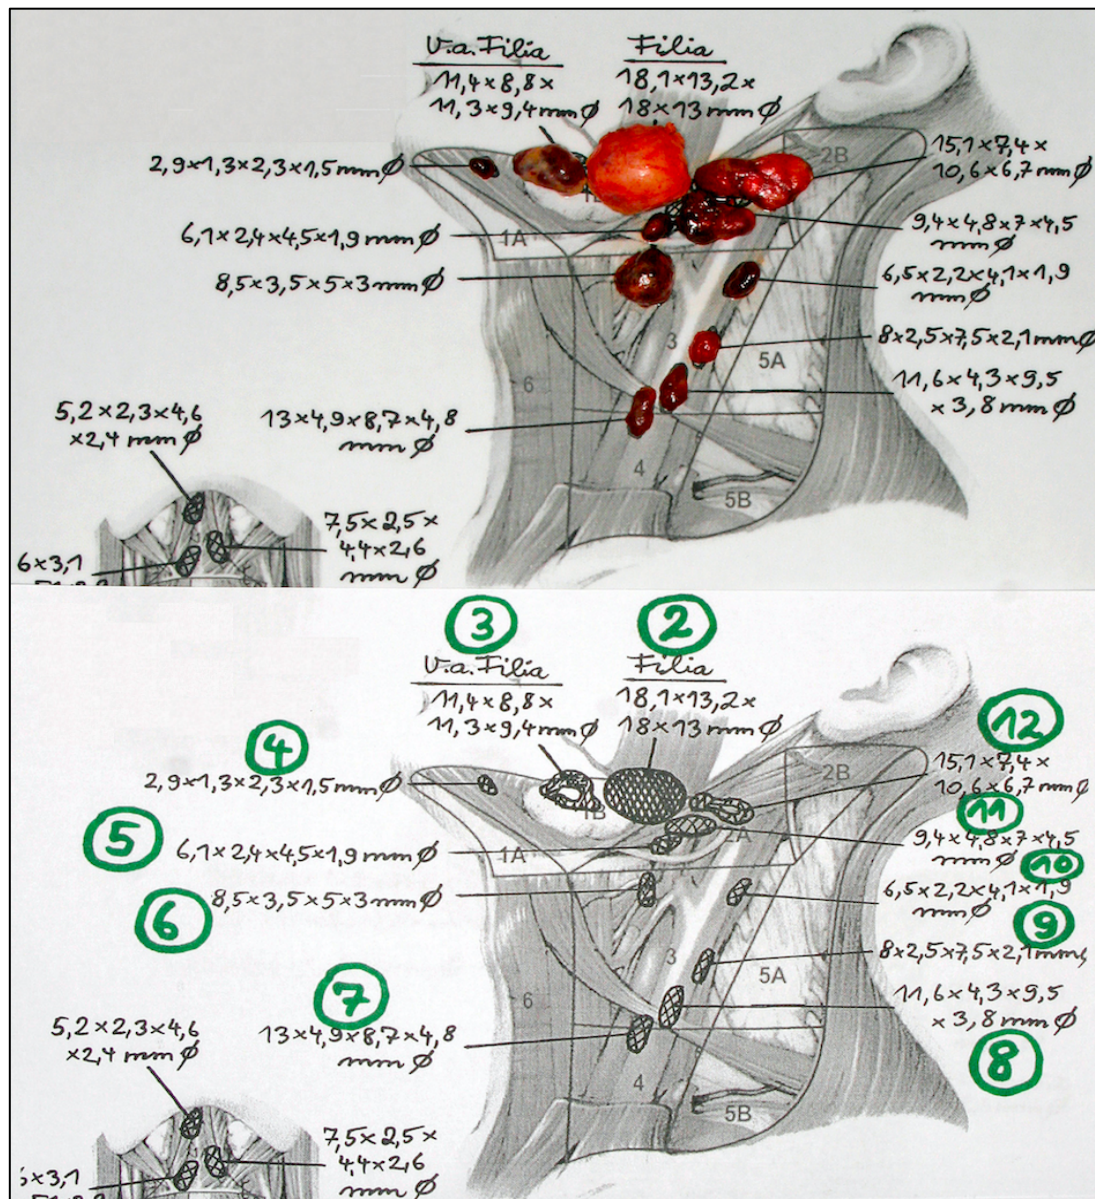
Aufbereitete Resektate nach der Neck Dissection. Die entnommenen Lymphknoten werden gemäß dem sonographischen Vorbefund, welcher in der hinterlegten Grafik dargestellt ist, aufbereitet und untersucht. Die hinterlegte Grafik wird anhand der Sonographie am Tag vor der Operation erstellt. © C. Sproll UKD
